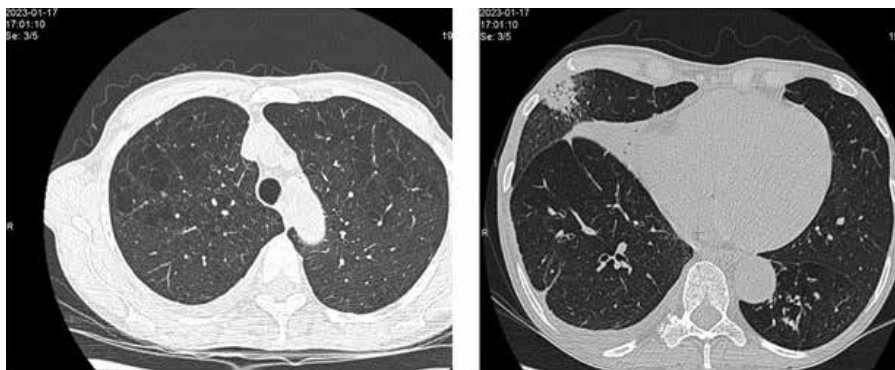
КТ ОГК от 17.01.2023, женщина, 62 года.
